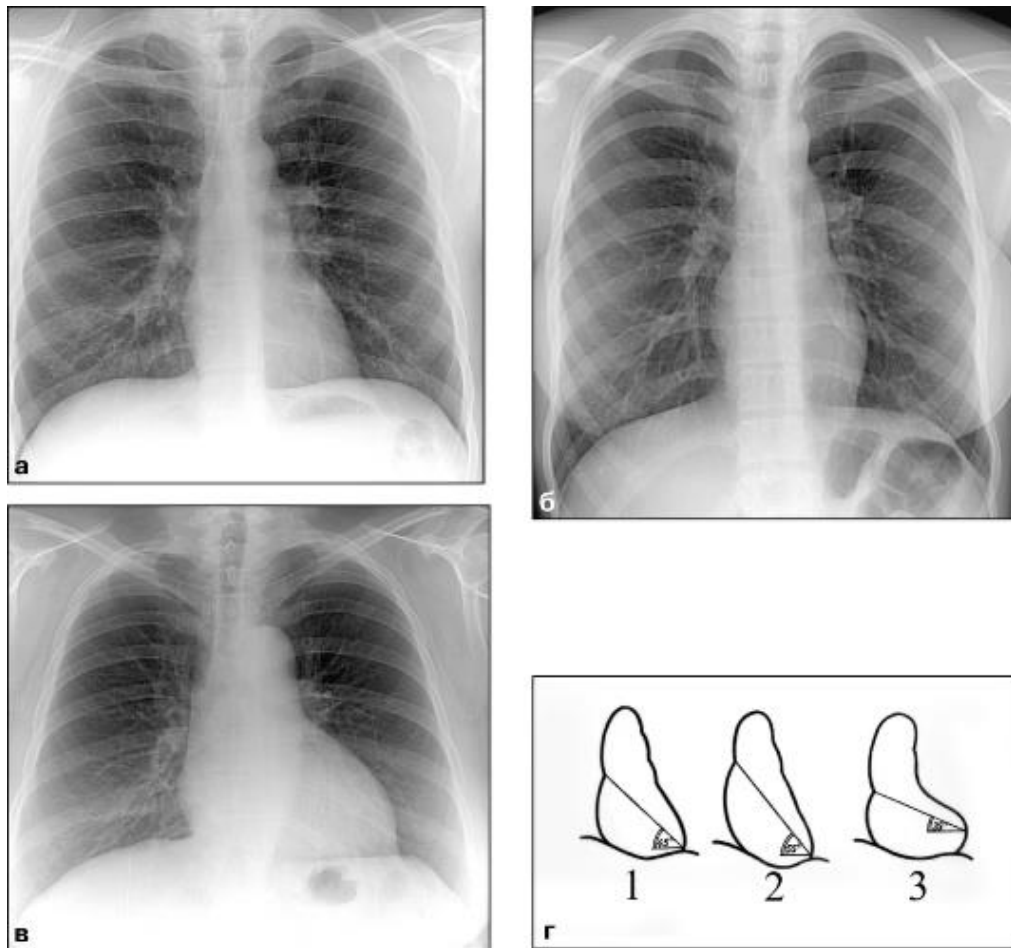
Рентгенограми грудної клітини у прямій проекції з різними варіантами положення серця в залежності від конституційного типу: а – нормостенік ; б – астеник; в - гіперстенік; г - схеми
